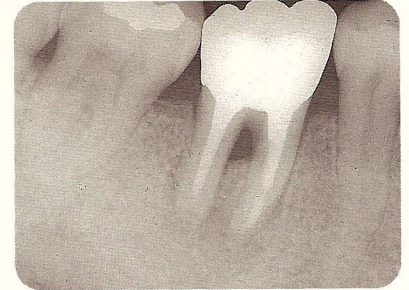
歯周外科療法後の 1 年 4 ヶ月経過の X-Ray。
